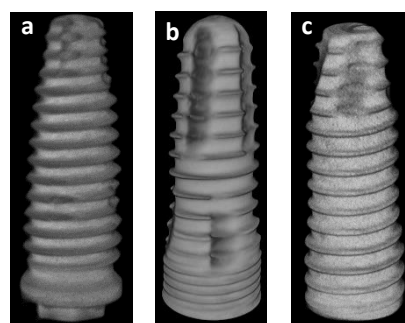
Imagens reconstruídas de micro-TC da superfície exterior dos implantes referentes às amostras A (HE com RBM) (a); D (CM com RBM) (b); e F (CM com HSA) (c), após os ensaios de fadiga.
